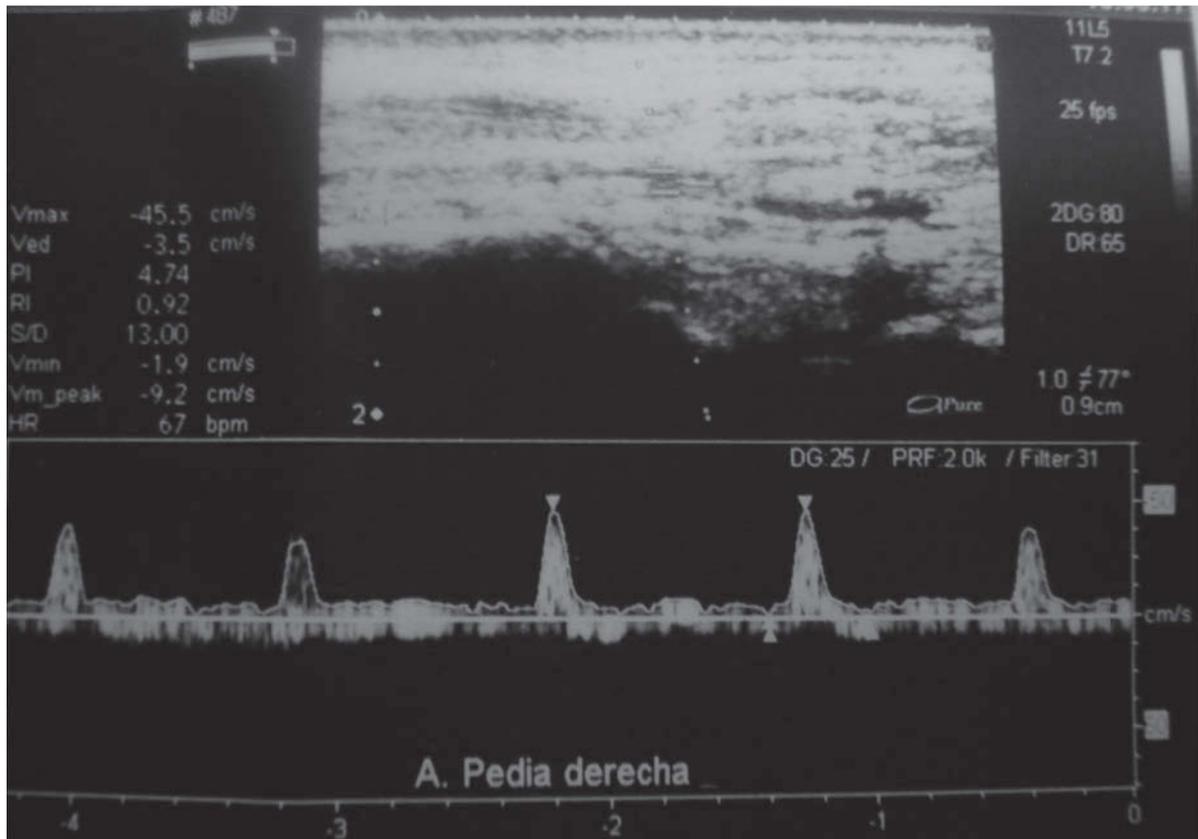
Eco-Doppler control.
